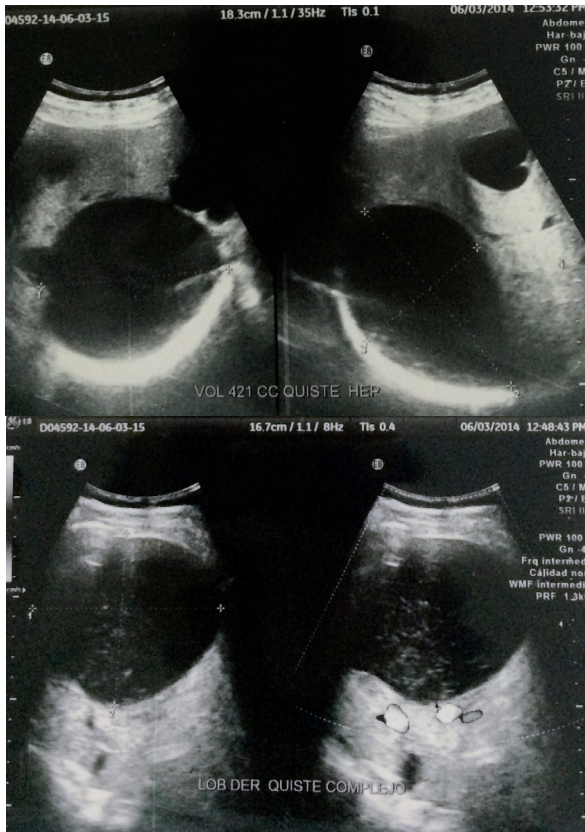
Ecografía abdominal: hígado de aspecto heterogéneo dado por la presencia de varios quistes, el de mayor tamaño mide 10 x 8.5 cm, de paredes regulares con detritus en su interior, tiene un volumen aproximado de 421 cc, en el segmento VII se observa dos quistes simples de 2.5 x 2.8 cm y 2.1 x 1.5 cm
